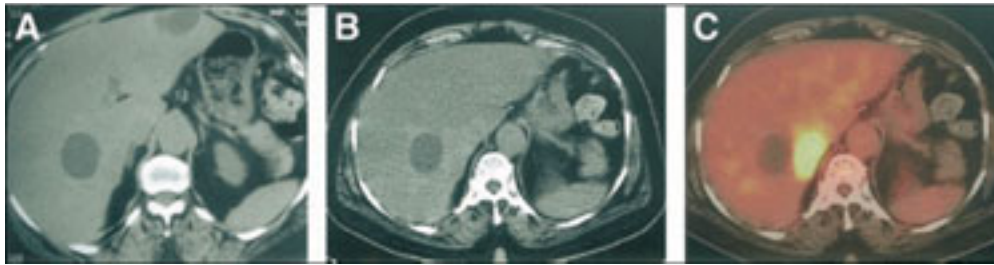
Paciente con cáncer de colon. La tomografía axial computarizada prequirúrgica (A/B) muestra lesiones hepáticas hipodensas interpretadas como quistes benignos. En la imagen de fusión PET/CT (C) se observa un quiste hepático grande y una captación anormal de la FDG hacia la parte interna de uno de los quistes, sin que exista anomalía correspondiente en la tomografía axial computarizada. La lesión es comprobada como metástasis. Tomado de Schoder H, Larson S, Yeung WD. J Nucl Med 2004;45:1(Suppl).
